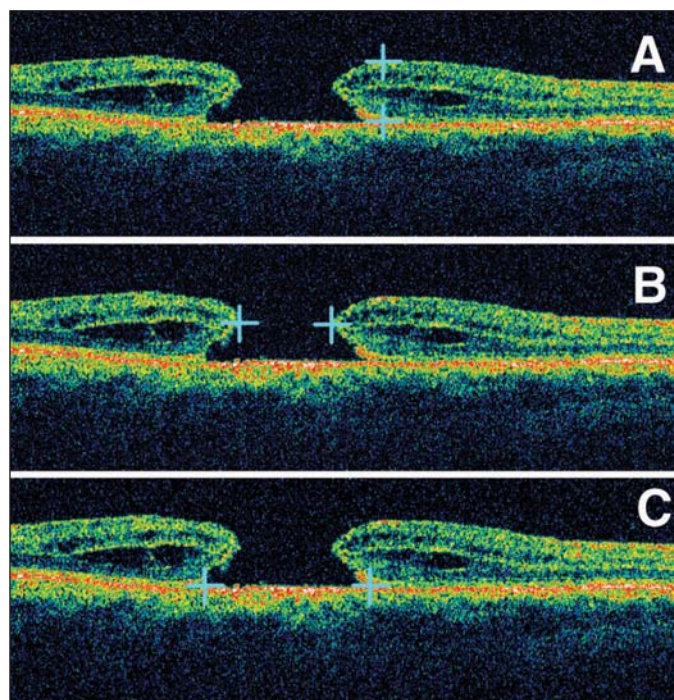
Cortes de tomografia de coerência óptica mostrando as medidas utilizando o compasso. A= altura, B= base interna, C= base externa.
